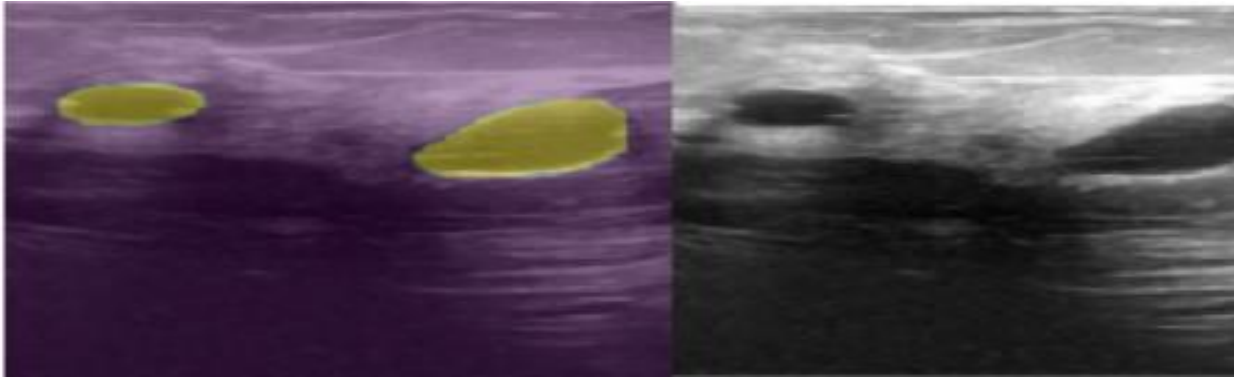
Dataset des images ultrasonores avec ses masques réelles du model de segmentation
